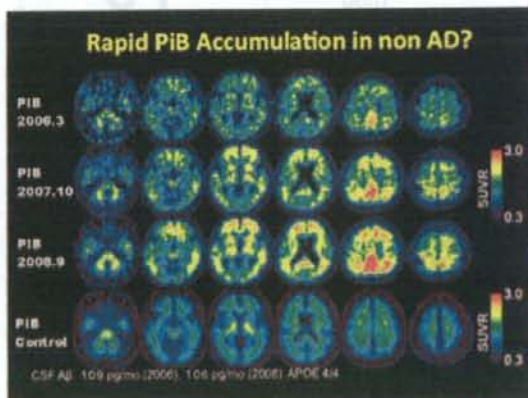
72 歳女性。近時記憶障害を主訴に受診。MRI と FDG-PET では側頭葉内側のほぼ限局した左右差のある萎縮と代謝低下が認められ、嗜銀顆粒性認知症 (AGD) が疑われた。経時的観察で PiB の集積が急激に増加した。
